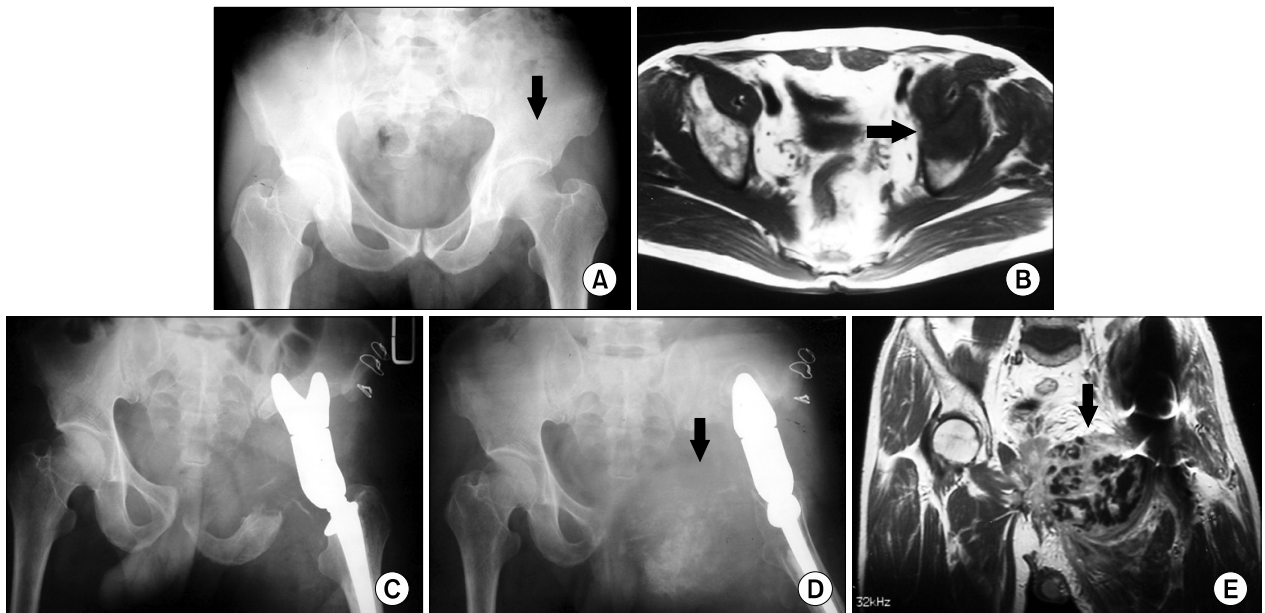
(A) Plain radiograph shows the minimal osteolytic region on the acetabular dome area of the left ilium. (B) On the T1W1 MRI image, low signal lesion can be observed on the acetabulum. (C) Type II resection and reconstruction was performed with a saddle-type tumor prosthesis. (D, E) Plain radiograph and T2WI MRI show a huge calcified mass in the left inguinal area suggesting recurrence at 6 months postoperatively.
